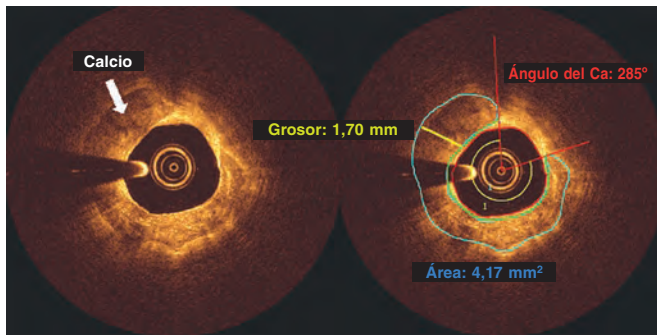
Fotogramas de tomografía de coherencia óptica revelan la presencia de placa calcificada. El ángulo de la calcificación se determinó usando el centro de la luz como vértice (rayos rojos) en su trayectoria desde un borde claramente delineado del depósito de calcio hasta el otro. Se empleó un software de detección automática para identificar el casquete fibroso que cubría el área de la calcificación y las profundidades mínima y máxima de esta (área de color verde). El grosor de la calcificación (línea amarilla) se analizó en la proyección con el mayor ángulo de todos tras localizar el área de la calcificación definida por los bordes delineados de la placa de calcio heterogéneo. Ca: calcio.
